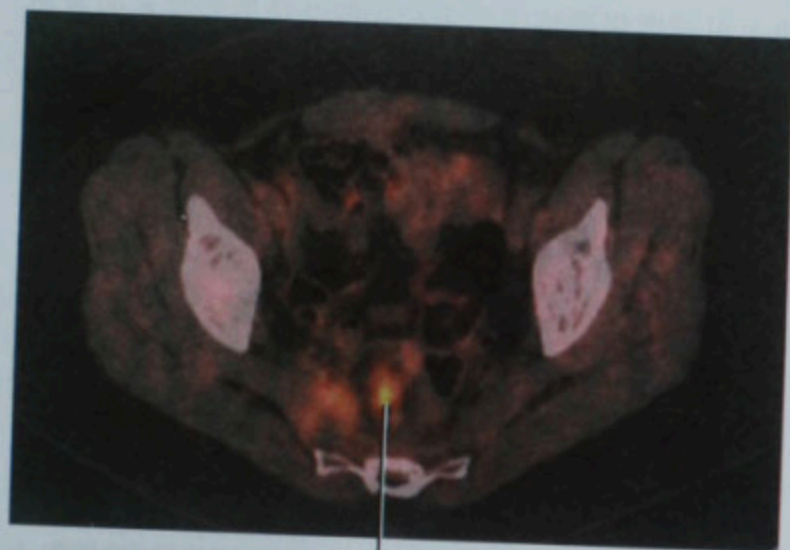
A. 宫颈癌术后复发患者的PET/CT横断面融合图像;B. 与A图同一患者的PET/CT横断面融合图像,经过一段时间治疗后复发的宫颈癌活性消失,软组织肿块也相应缩小
